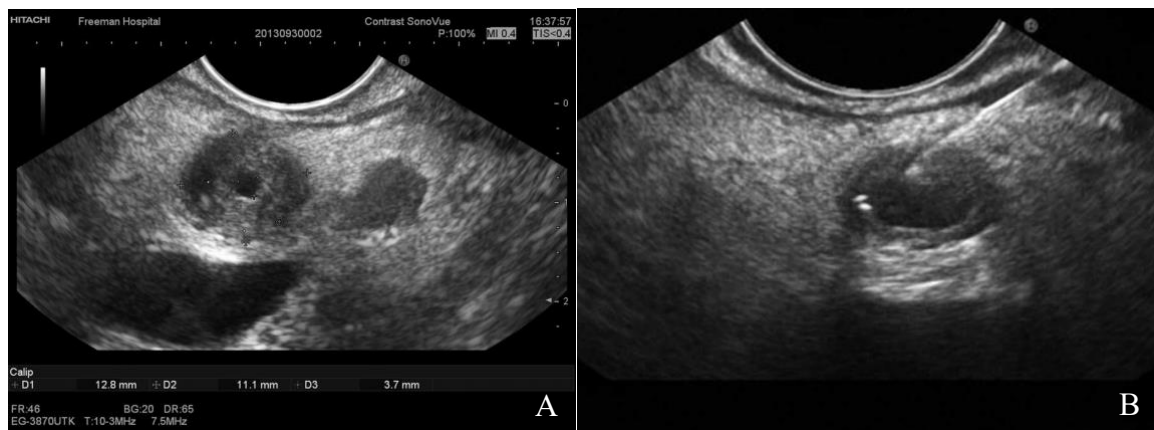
A: Immagine ecografica endoscopica (EUS) che mostra un ispessimento e stenosi del dotto biliare prossimale con diametro esterno di 13 mm. B: EUS-FNA eseguita su stenosi biliare prossimale (14)
